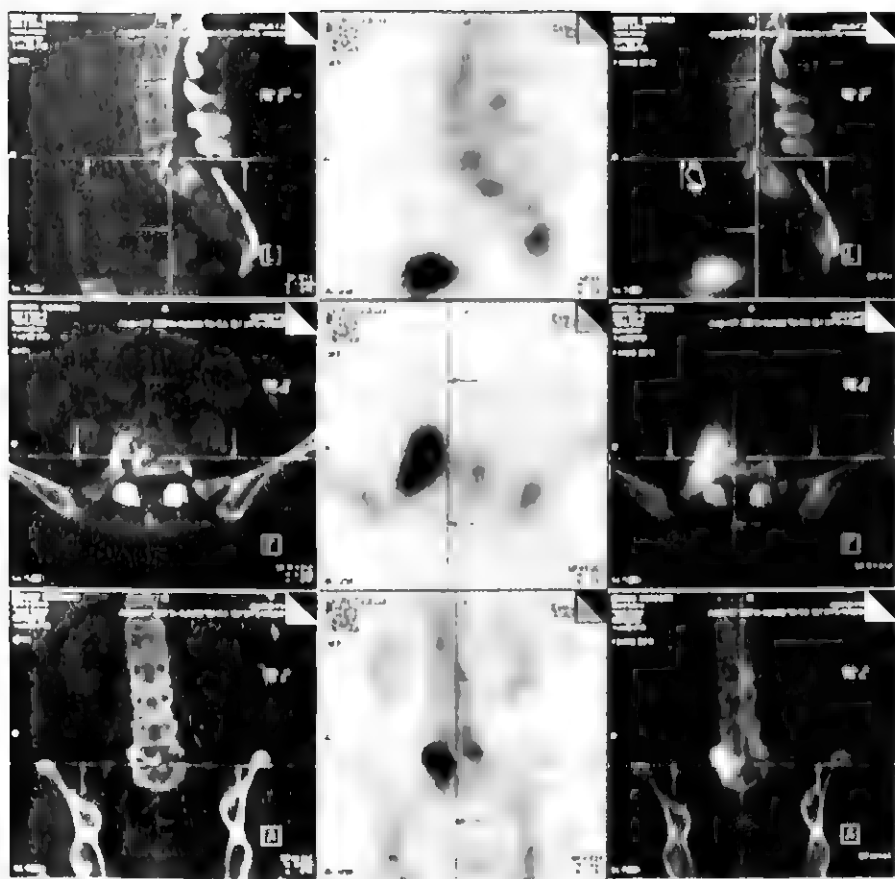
椎体(L5)单个异常放射性浓聚, SPECT/CT 图像融合显示局部有明显骨质破坏, 提示肿瘤骨转移(第 1 列为 CT 断层图, 第 2 列为 SPECT 断层图, 第 3 列为图像融合图)
